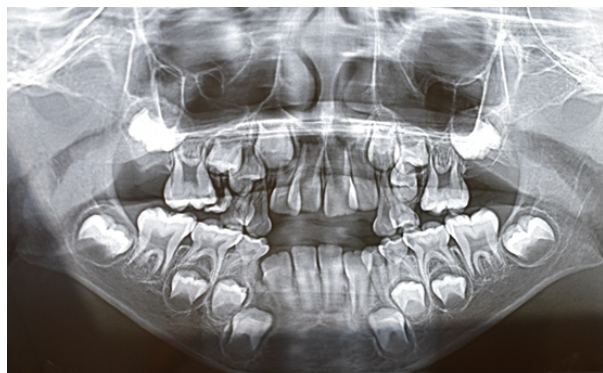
Radiografía panorámica que muestra la dentición mixta en etapa de desarrollo. Se observan los dientes permanentes en formación, con especial atención a la región anteriosuperior donde se evidencia retraso en la erupción de los incisivos centrales superiores, correlacionado con la fibrosis gingival clínica. No se identifican anomalías óseas evidentes.
